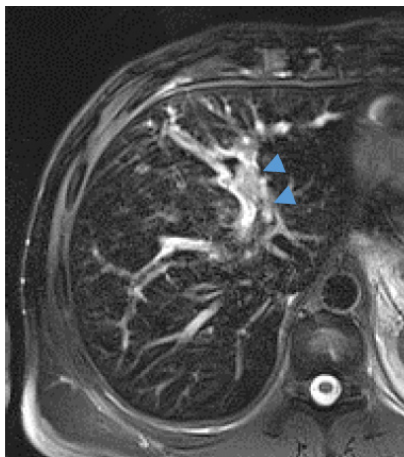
MRI (T2wFS) - Hyperintense thickening of the periportal tissue near the left portal vein branch - periportal tracking (arrowheads).
